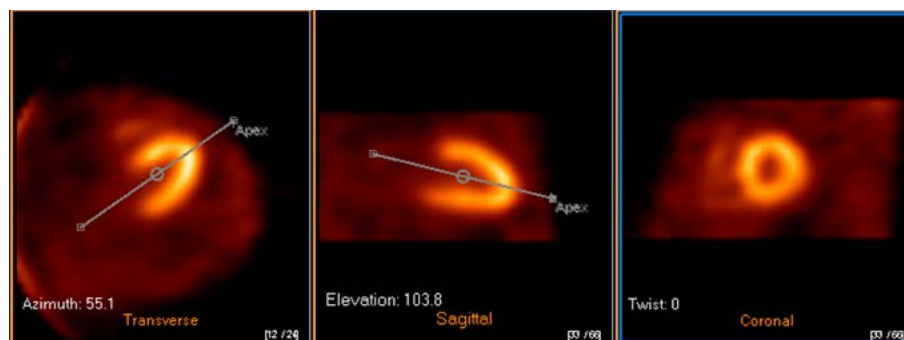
Реориентация данных перфузионной ОЭКТ миокарда в программе Cedars-Sinai AutoSPECT
